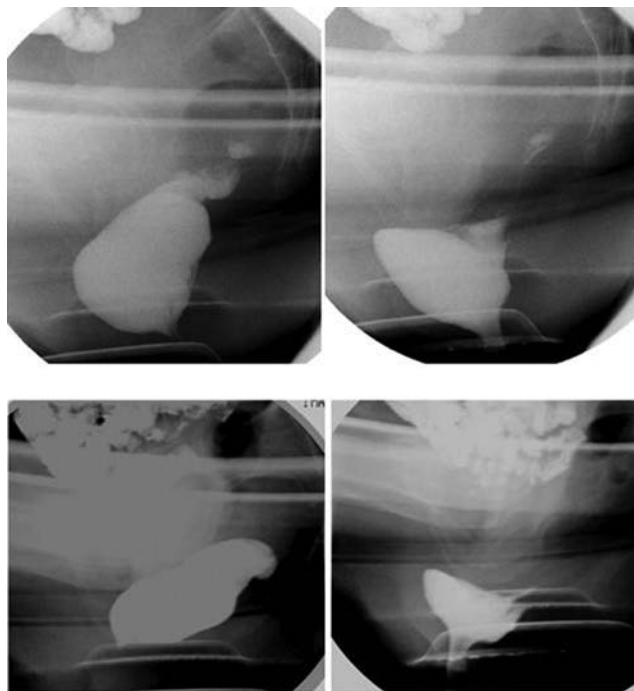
Defecografías de diferentes pacientes. En la parte superior la imagen de la izquierda se encuentra en reposo, seguida de una imagen durante la fase de evacuación, donde se observa un rectocele anterior. En la parte inferior la imagen de la de izquierda se muestra en reposo y a continuación, en la fase defecatoria, se muestra la formación de un rectocele anterior asociado con un rectocele posterior.
